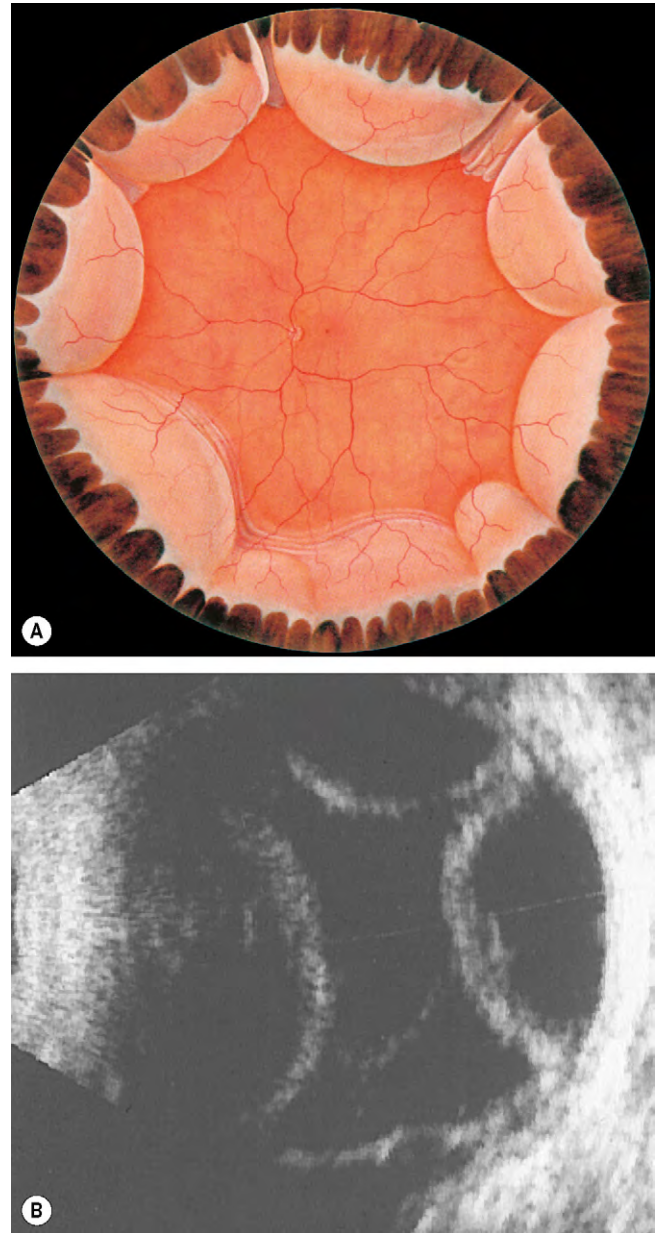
(A) Desprendimiento coroideo; (B) ecografía bidimensional de un desprendimiento coroideo extenso que prácticamente toca la zona media de la cavidad vítrea.
